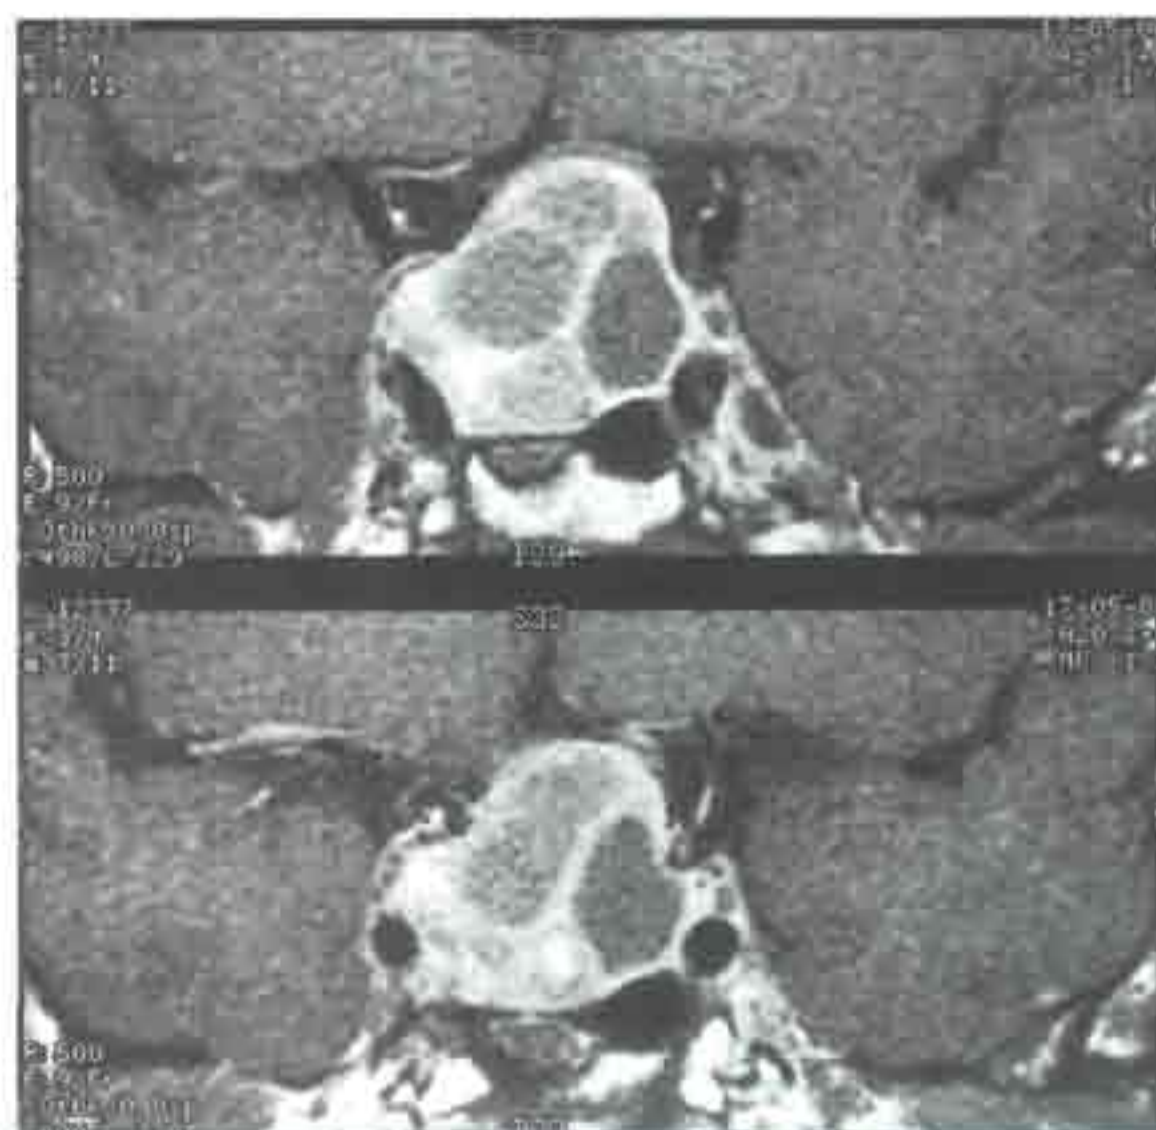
Корональная T1-взвешенная томограмма: аденома гипофиза без контрастирования (предоставлено D. Thomas)
